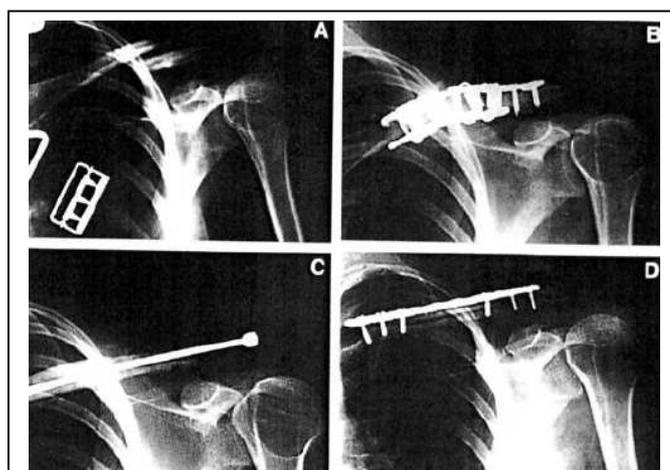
A) Claviculapseudarthrose 4 Monate nach Trauma, B) nach doppelter Plattenosteosynthese mit Spanplastik und Drahtcerclage, C) nach intramedullärer Pin-Fixation mit segmentalem Allograft D) 2 Jahre nach Osteosynthese mit DCP und vaskularisiertem Fibula-Implantat (ap-Röntgenaufnahmen, Momberger 2000)
